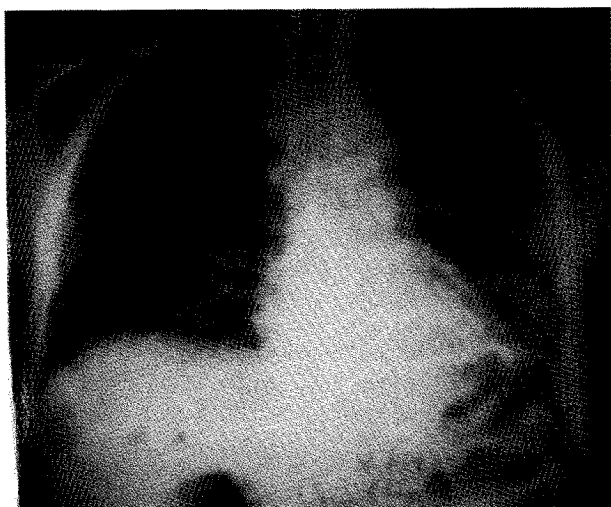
Radiografía posterior de tórax, con patrón intersticial bilateral difuso.
